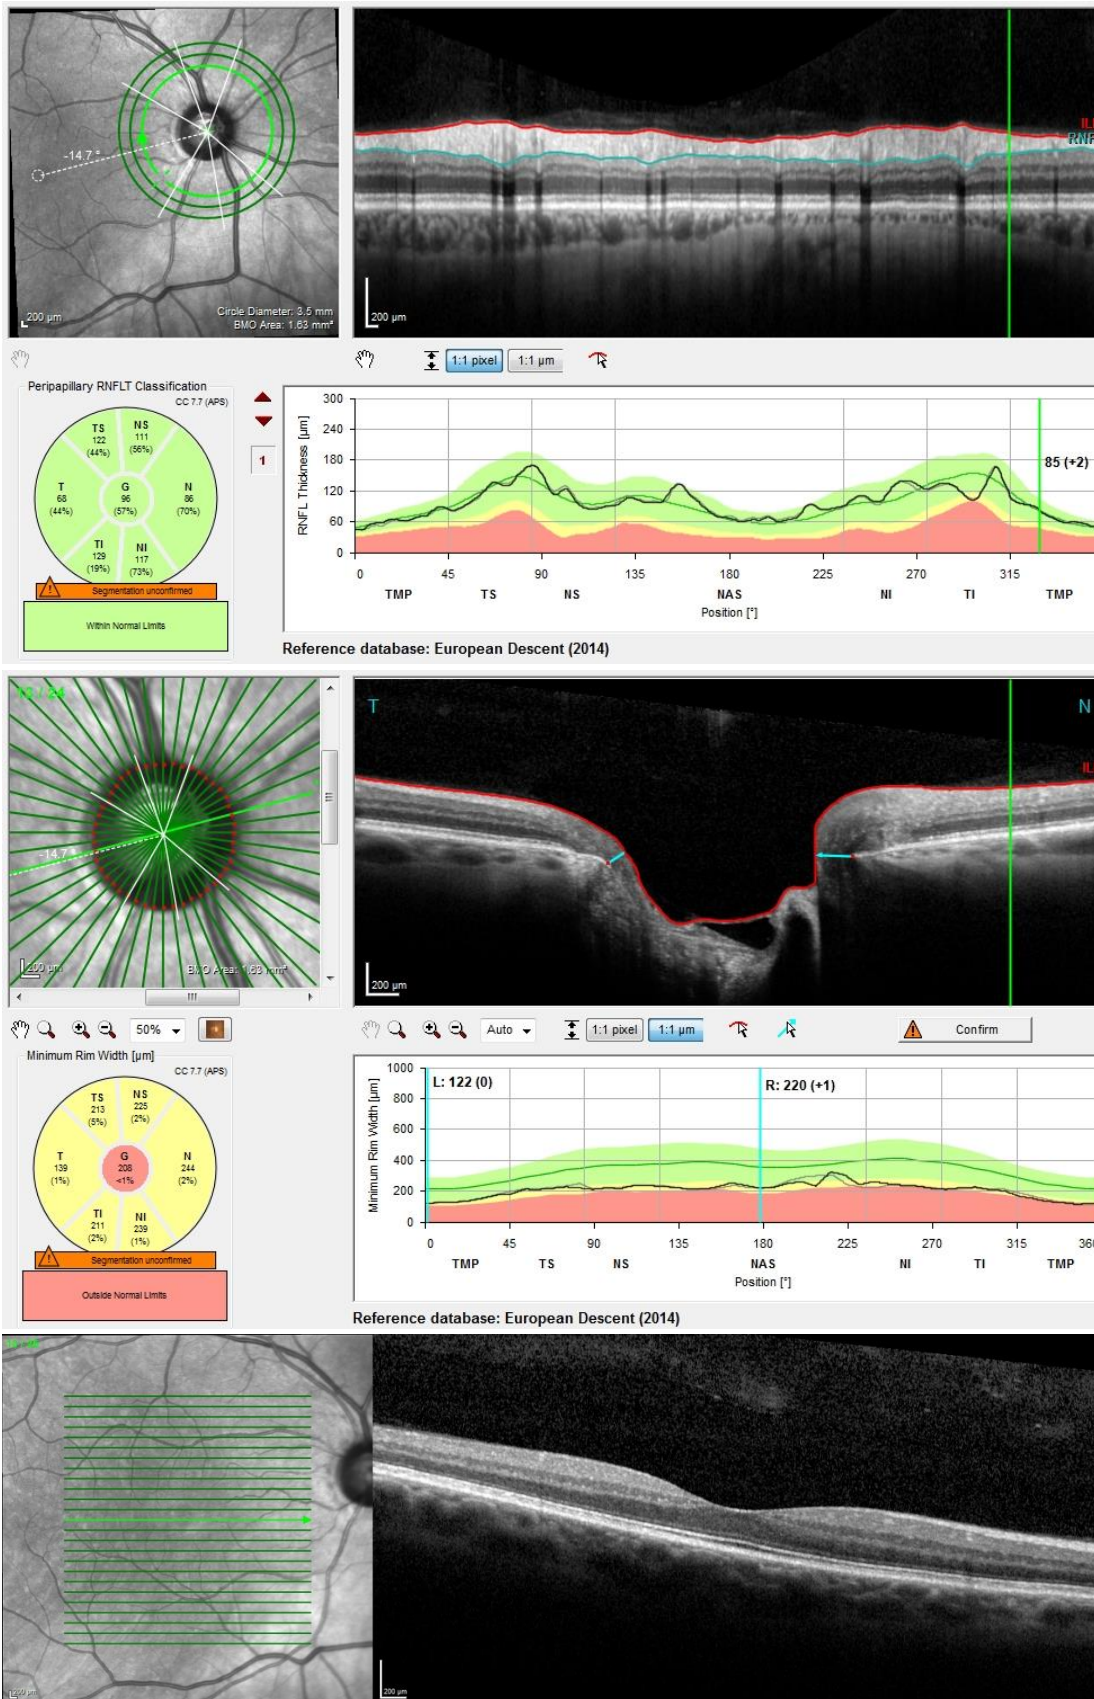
Tomografia de coerência óptica (OCT) de OD de 16 de janeiro de 2020.
